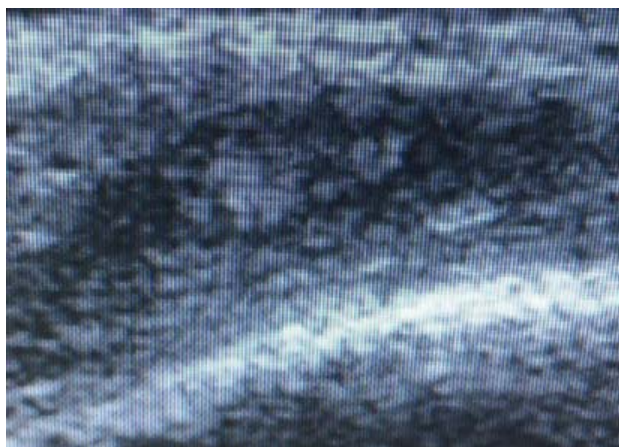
УЗИ мягких тканей левой височной области от 28.03.2022: отмечается спиралевидная структура
